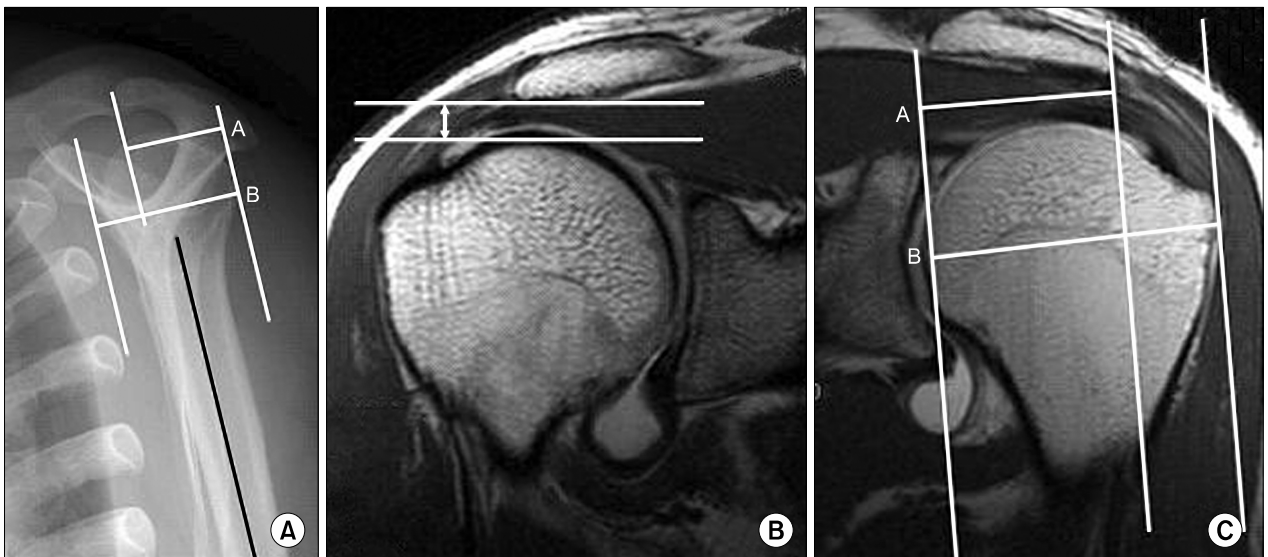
(A) Measurement of the anterior covering of the acromion from the supraspinatus outlet view. A reference line was drawn parallel to the axis of the humeral diaphysis from the anterior margin of the acromion. The anterior covering of the acromion (A/B) was defined by the ratio of the distance between the posterior margin of the humeral head to this reference line (A) over the distance between the anterior margin to the posterior margin of the humeral head (B). (B) The acromiohumeral distance on the oblique coronal MR image was measured as the shortest distance, in millimeters, between the undersurface of the acromion and the superior edge of the humeral head. (C) The lateral extension of the acromion (A/B) on the oblique coronal MR image was calculated by dividing the distance from the superior and inferior osseous margins of the glenoid cavity to the lateral border of the acromion (A) by the distance from the superior and inferior osseous margins of the glenoid cavity to the most lateral part of the proximal part of the humerus (B).
